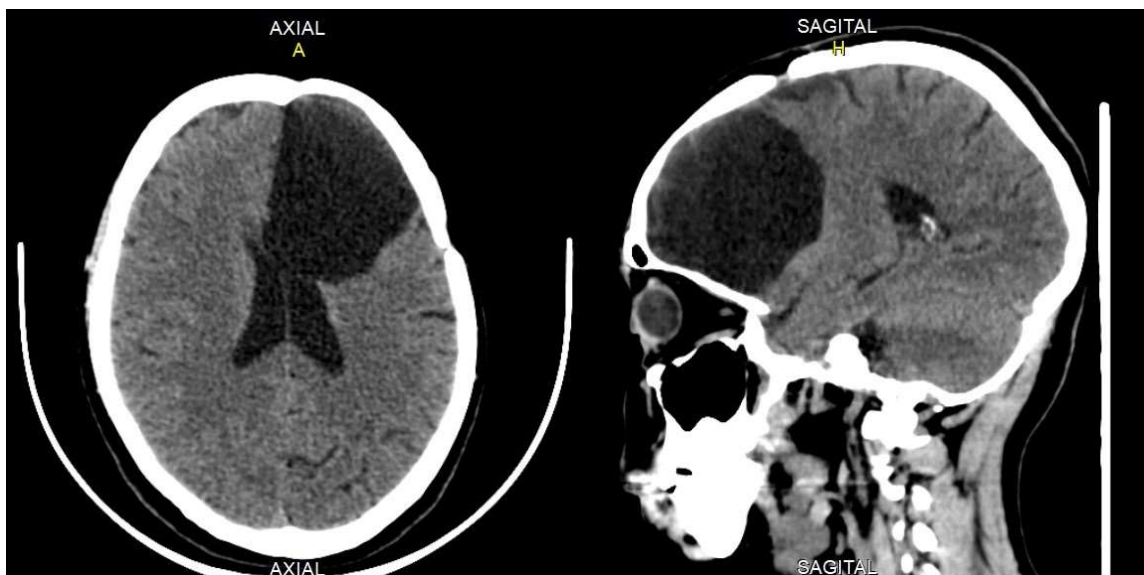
Tomografía computarizada simple en corte axial (izquierda) y corte sagital (derecha) que se realizó el 12 de octubre del 2019.
